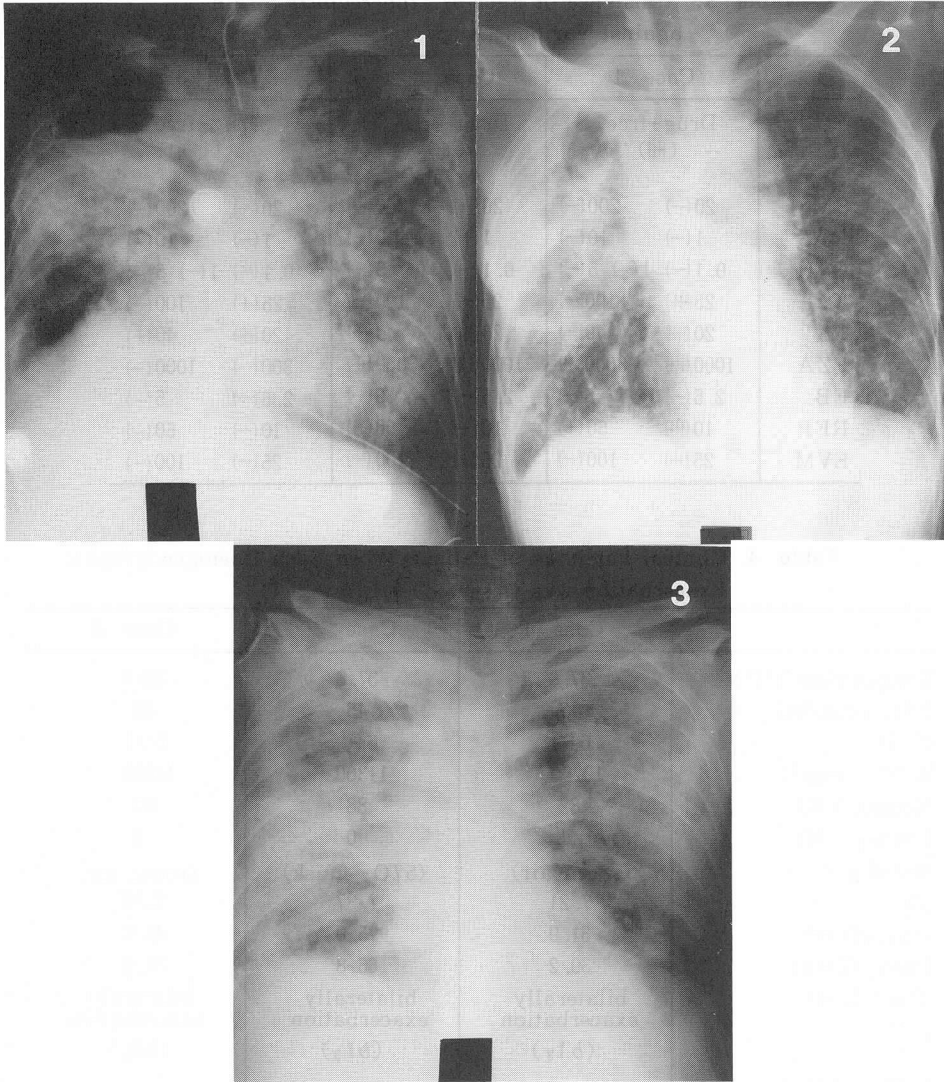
Chest Roentgenograms When Each Roentgenographic Exacerbation was Observed. 1, Case 1; 2, Case 2; 3, Case 3.
